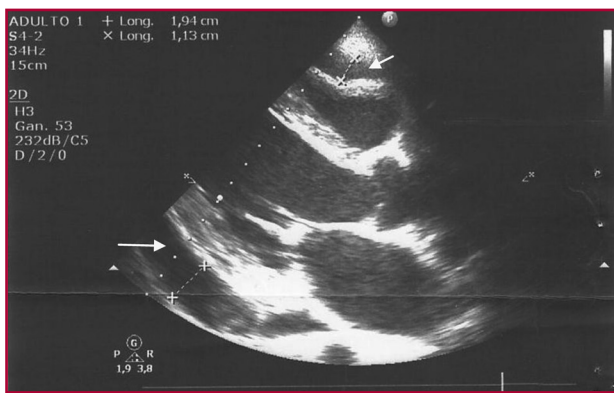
Ecocardiograma transtorácico. Ventana del eje largo paraesternal. Se observa derrame pericárdico grave circunferencial, 16 mm a nivel posterior y 6 mm a nivel anterior, con colapso protodiastólico de la pared anterior del ventrículo derecho.
